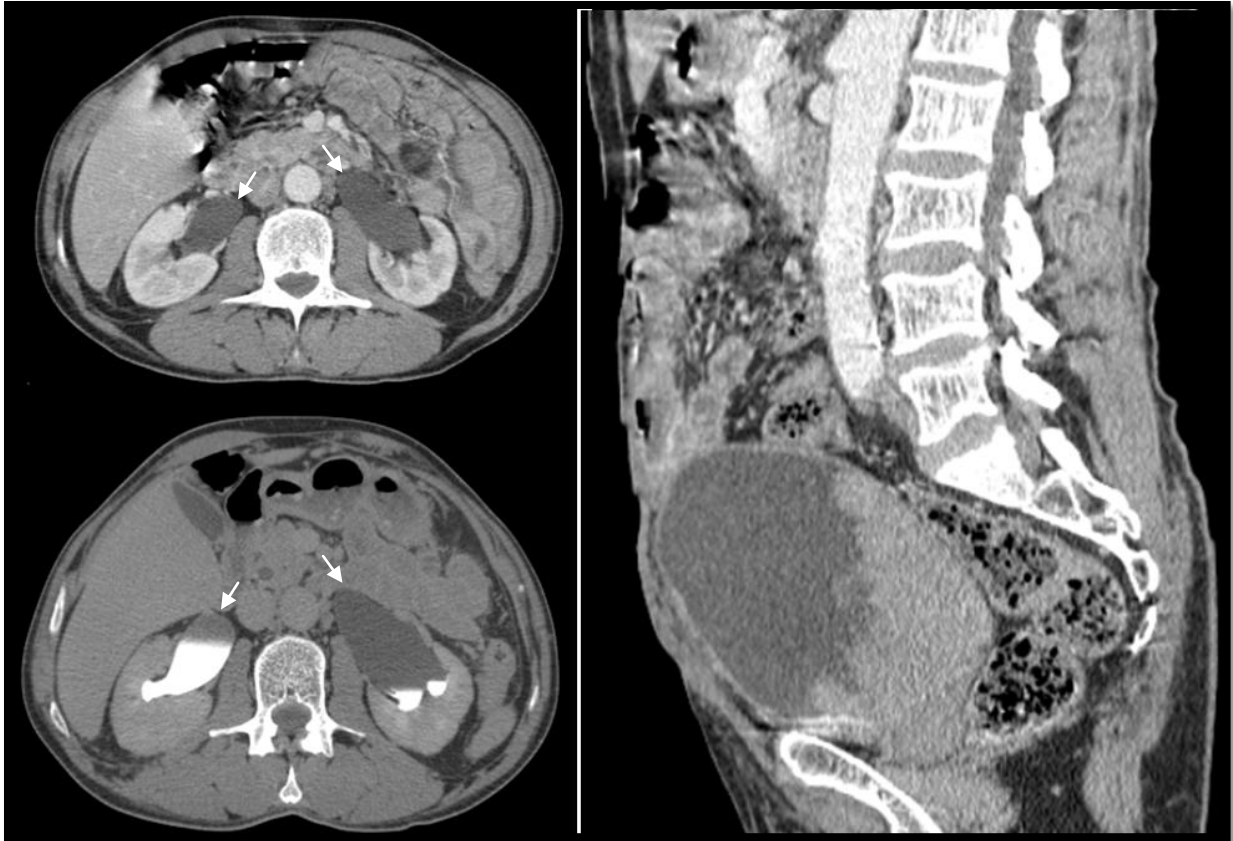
Coupes TDM d'une DUPC bilatérale (flèches) en amont d'une tumeur de la face postérieure de la vessie chez un patient de 60 ans (service de radiologie du CHU Hassan II)
